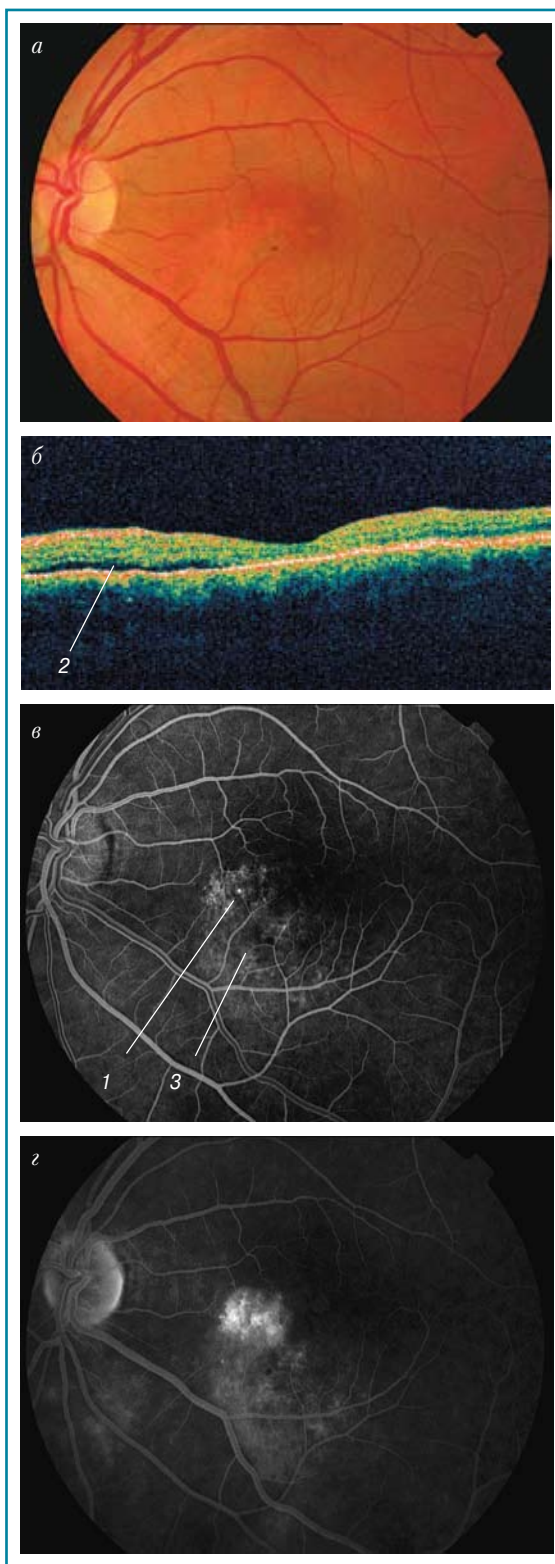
Хроническая форма центральной серозной хориоретинопатии: *a* – цветная фотография; *б* – оптическая когерентная томография; *в* – ранняя фаза флюоресцентной ангиографии; *з* – поздняя фаза флюоресцентной ангиографии; 1 – «точка» просачивания; 2 – отслойка нейроэпителия; 3 – деструктивные изменения в пигментном эпителии
